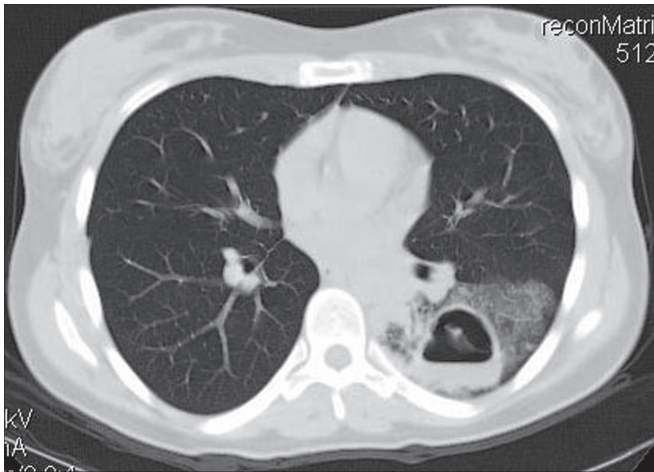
КТ-грамма при остром абсцессе нижней доли левого легкого.
